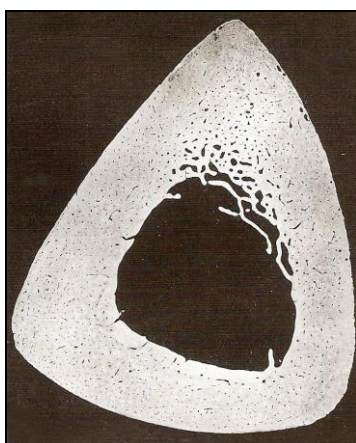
Microrradiografía de una sección centrodiafisaria de la tibia de un joven de 21 años². El hueso cortical luce compacto y carente de porosidad. El espesor de la cortical está en relación con la necesidad mecánica funcional de un estado metabólico equilibrado.
